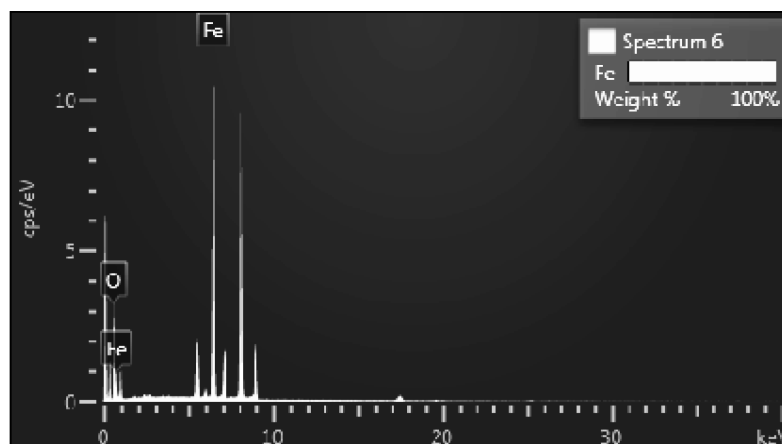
Рентгеноструктурний мікроаналіз хімічного складу синтезованих наночастинок заліза (FeNP).
